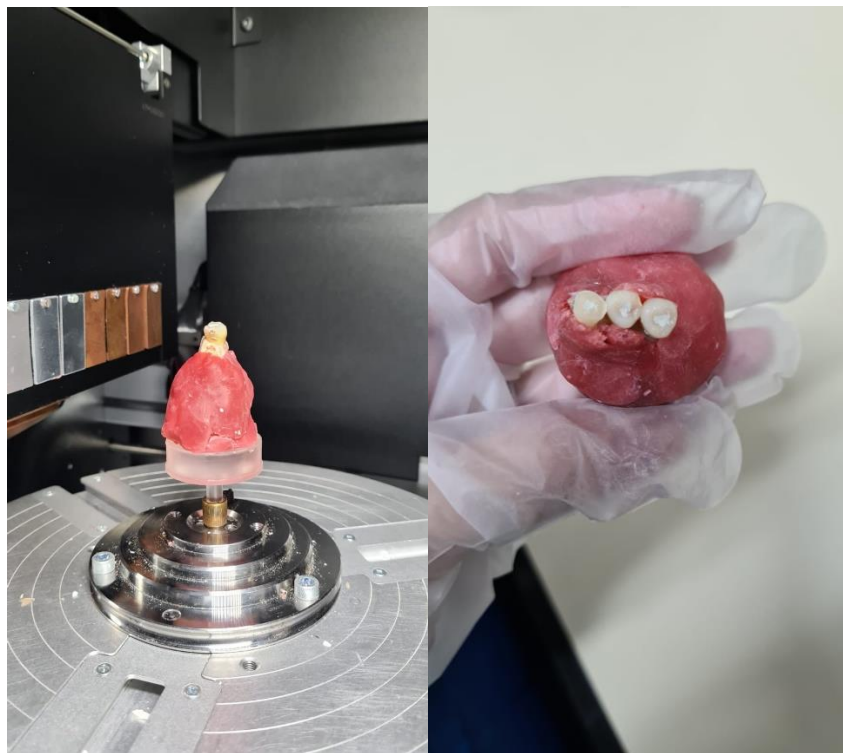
Segmento cadavérico fixado com cera utilidade na plataforma giratória do micro-CT.
